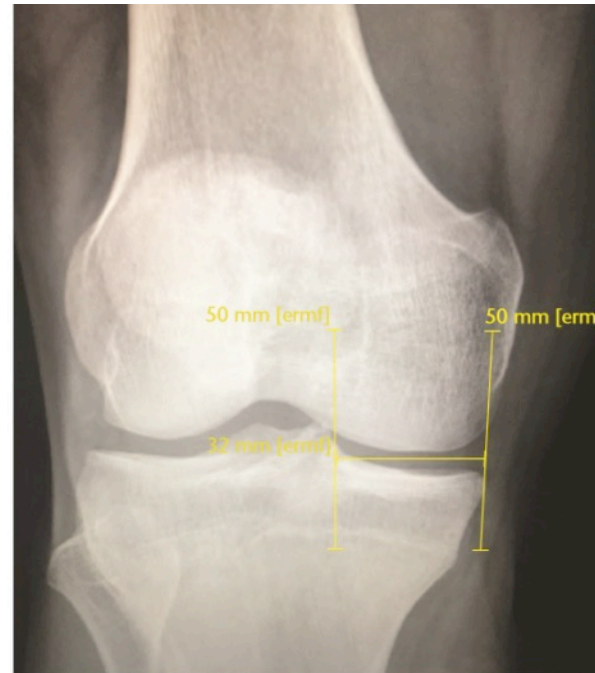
Antero-posterior X-ray showing the Pollard method to size the graft (line parallel to the joint line).
